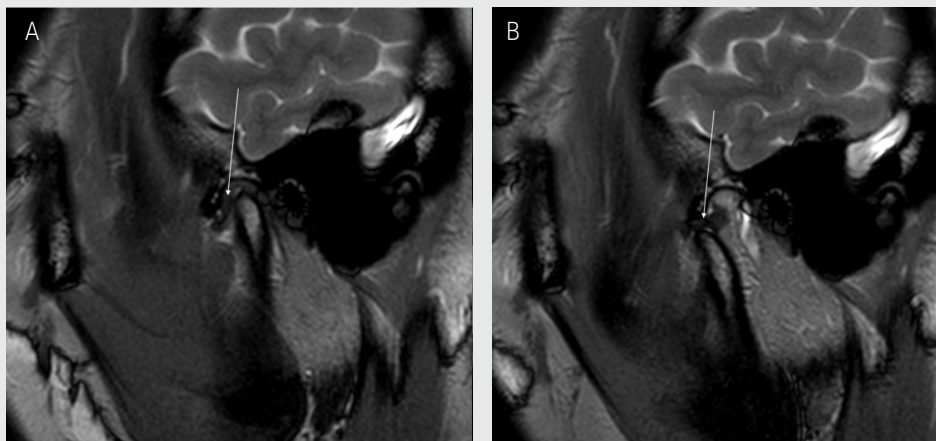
Disc displacement with reduction on MRI. A. In the close-mouth position, the articular disc located relatively anteriorly to the mandibular condyle. B. In the open-mouth position, the mandibular condyle was reduced with a normal positional relationship in the middle of the articular disc.
